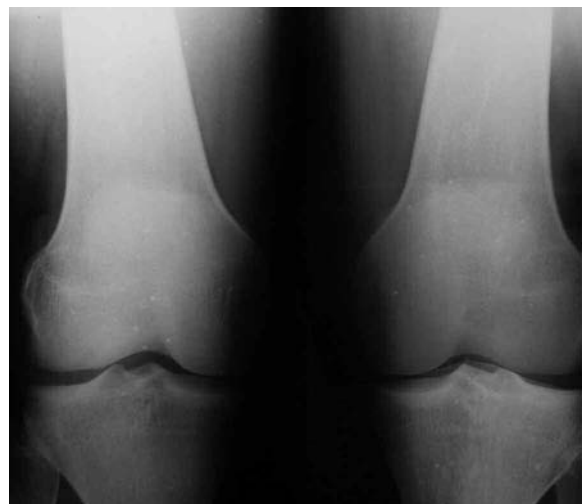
Radiografía simple de ambas rodillas. A nivel de la metáfisis distal del fémur izquierdo se identifica una tenue imagen radiolúcida, de bordes ligeramente definidos y sin compromiso del hueso cortical.
